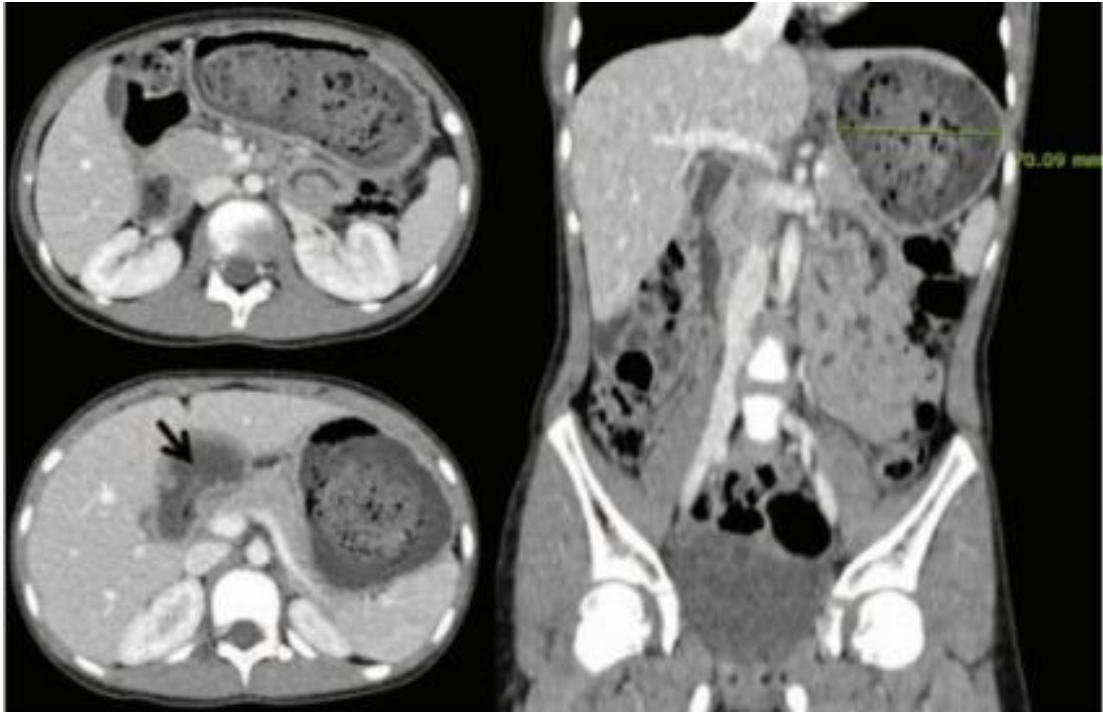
TDM abdominale : La cavité de l'estomac est remplie d'une grande masse hétérogène qui s'étend de l'ampoule duodénale au canal pylorique (108).
